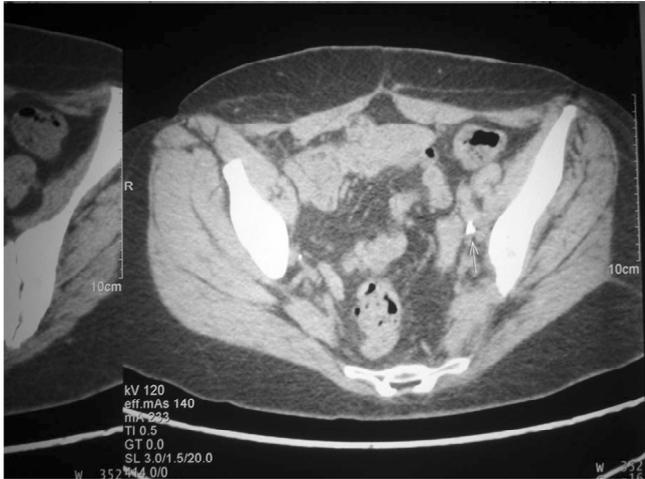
Tomografía computada (julio, 2006).
